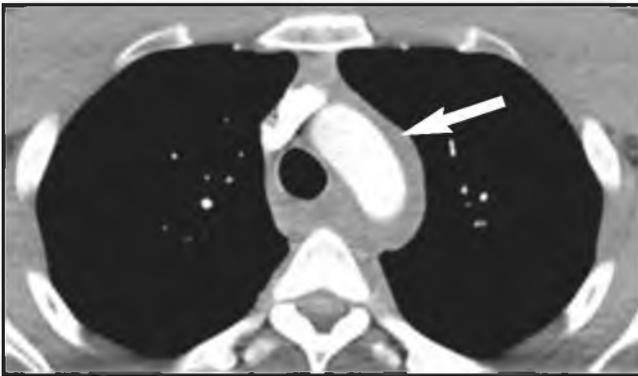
МСКТ. Парааортальная гематома дуги аорты.
